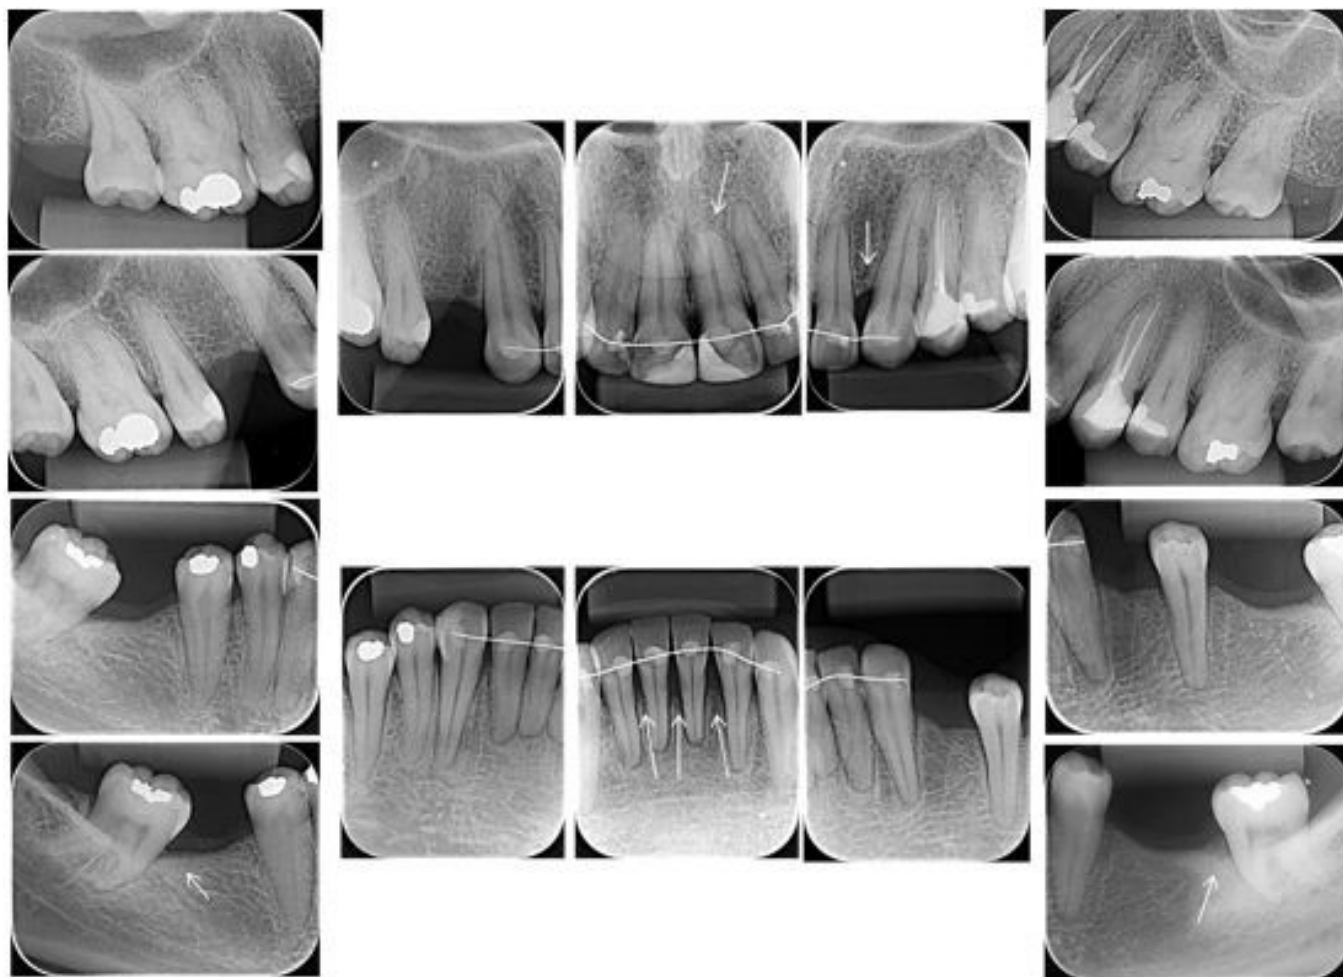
Radiografias periapicais finais - Analise a área entre o canino centrais (setas), porém o osso nessa região obteve resultado favorável, mantendo o nível apresentado no início, no entanto com a formação de cortical óssea. Houve formação de crista óssea entre os elementos 16 e 15 (setas). Outra área que houve melhora é na região mesial dos elementos 38 e 48 (setas). A região de incisivos inferiores nota-se que com a verticalização dos incisivos e fechamento do diastema o defeito persiste, porém com dimensão menor (seta).
